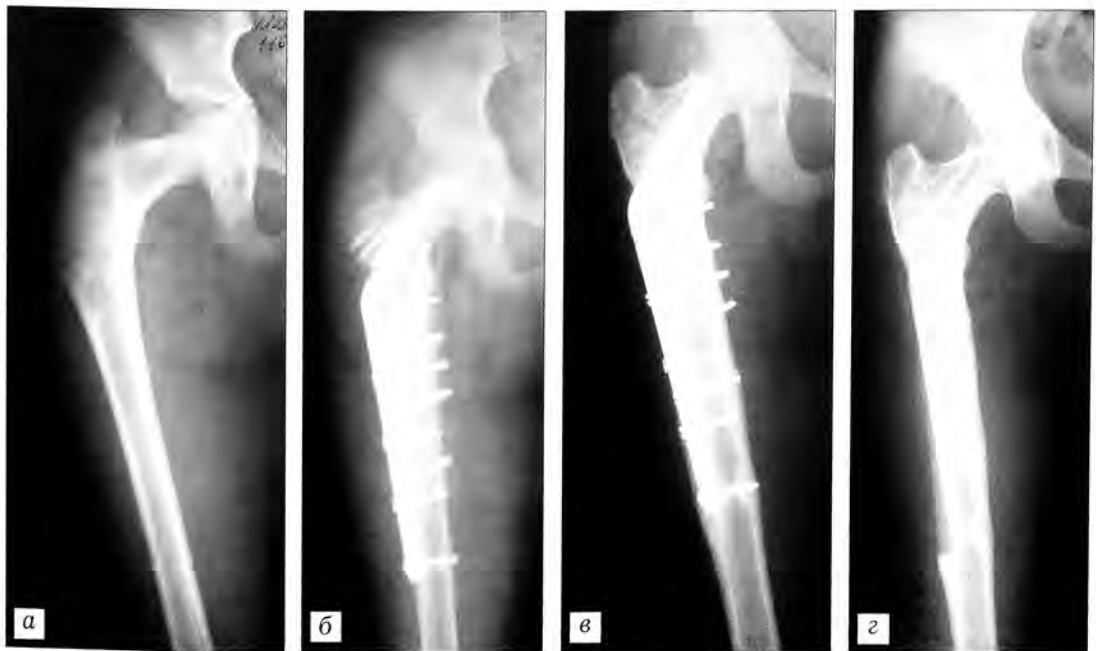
Рентгенограммы больной М. 16 лет. Диагноз: фиброзная дисплазия правой бедренной кости.
